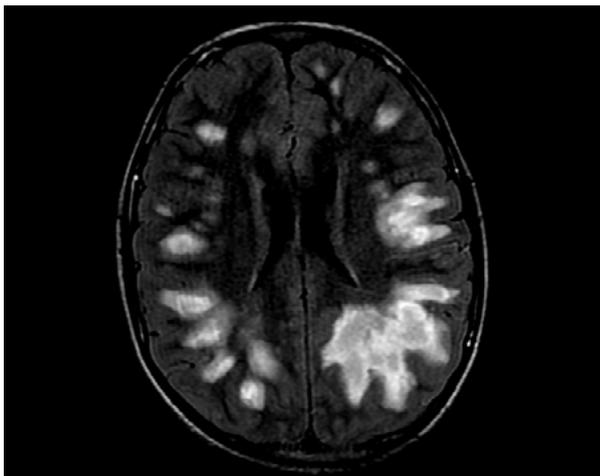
Coupe axiale FLAIR d'un garçon de 8 ans présentant depuis 48 h, des troubles de la conscience, une hémiplégié droite montrant des lésions en hypersignal, en plages mal limitées juxta corticales permettant le diagnostic d'ADEM.
